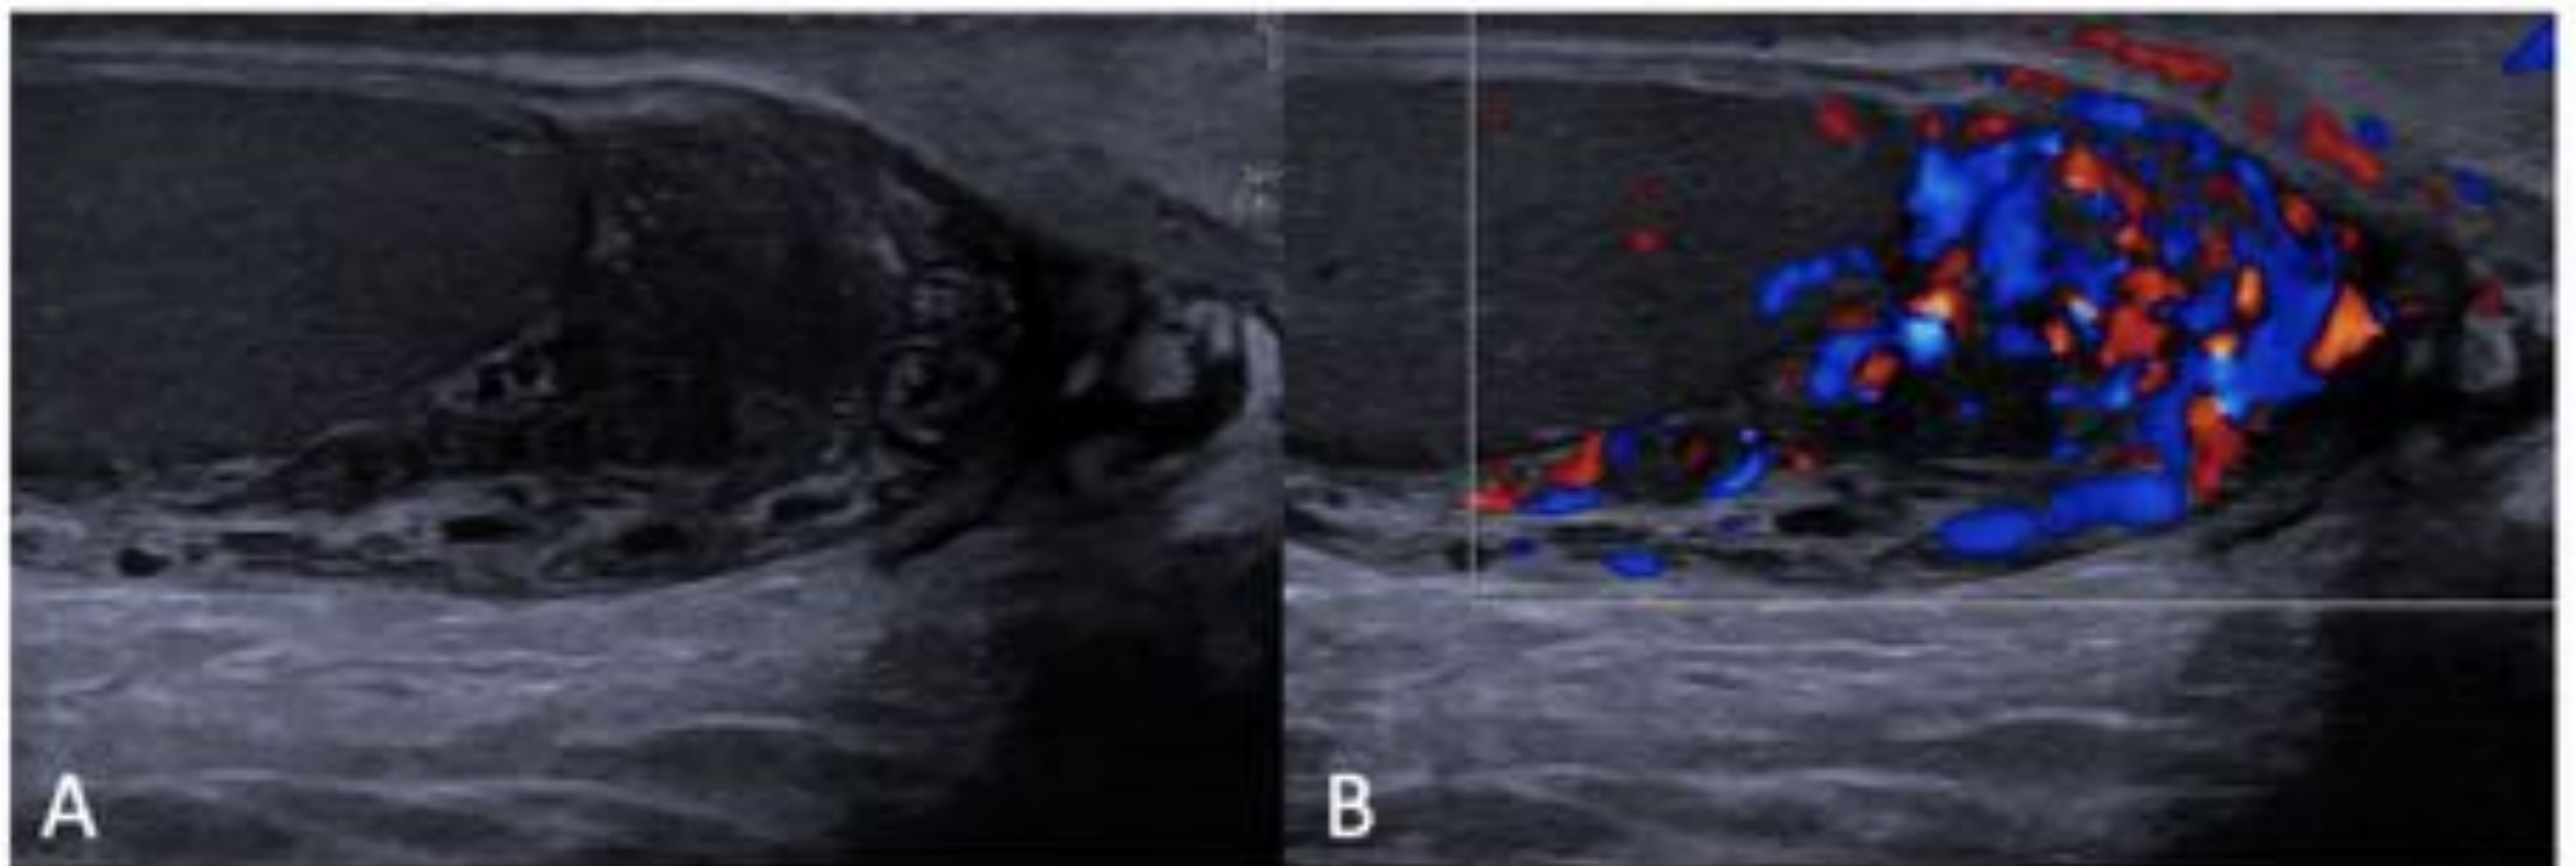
Cortes longitudinales donde se muestra la cola del epidídimo en escala de grises (A) y Doppler color (B), con engrosamiento significativo y aumento del flujo, sugestivo de epididimitis incipiente. La correcta evaluación de la cola del epidídimo es importante ya que en fases tempranas puede existir exclusivamente afectación de la misma.
